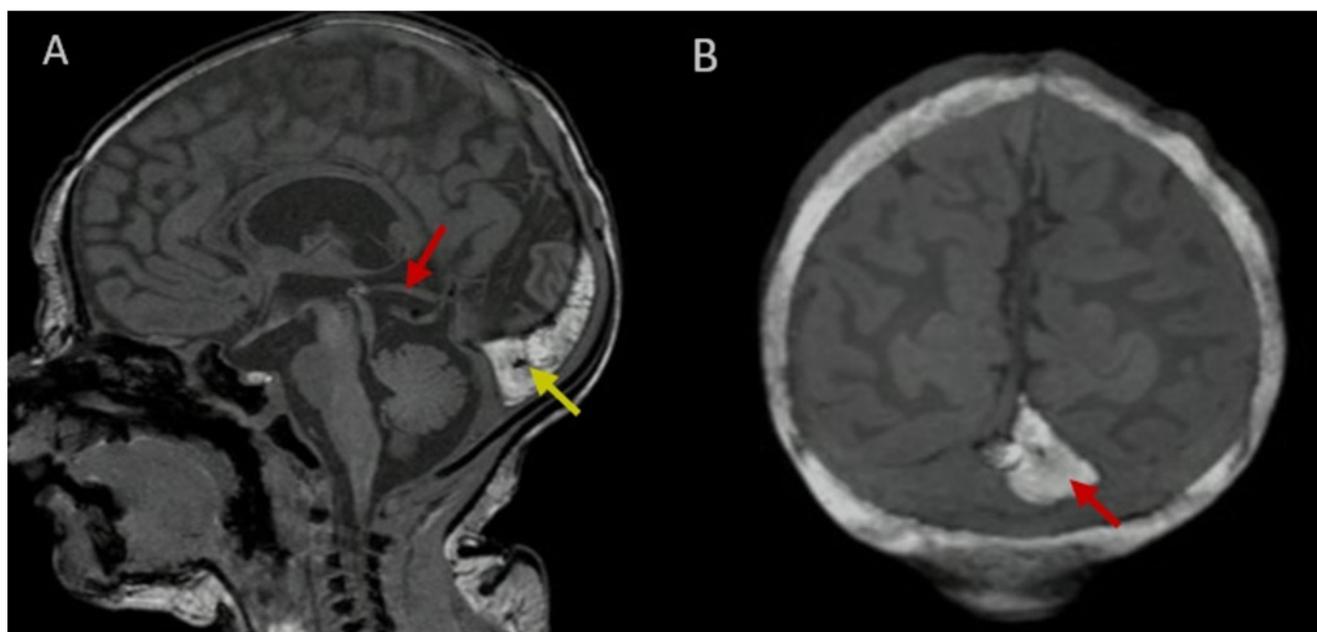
Resonancia magnética de cerebro
